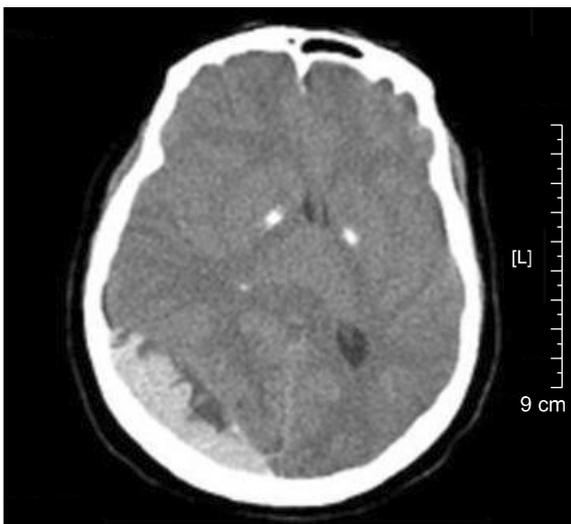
Computerized tomography scan showing right temporoparieto-occipital epidural hematoma. There is no evidence of skull fracture or scalp hematoma.
